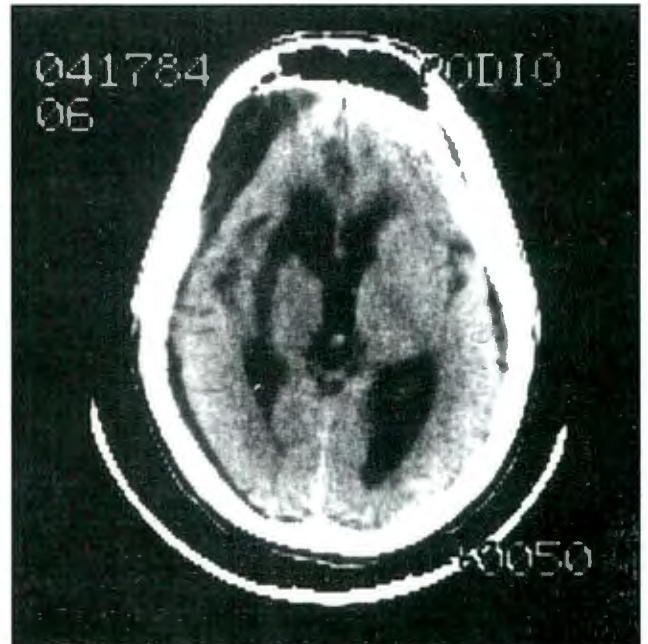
TAC postoperatoria
